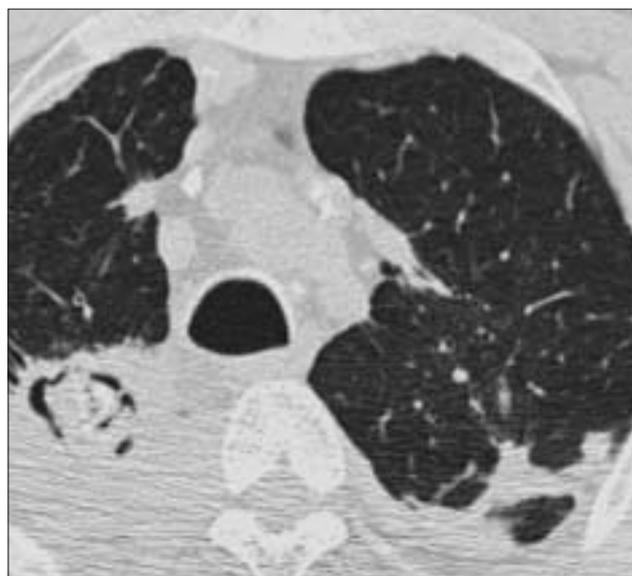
TDM. Aspergillome intracavitaire dans une cavité de sarcoïdose.
